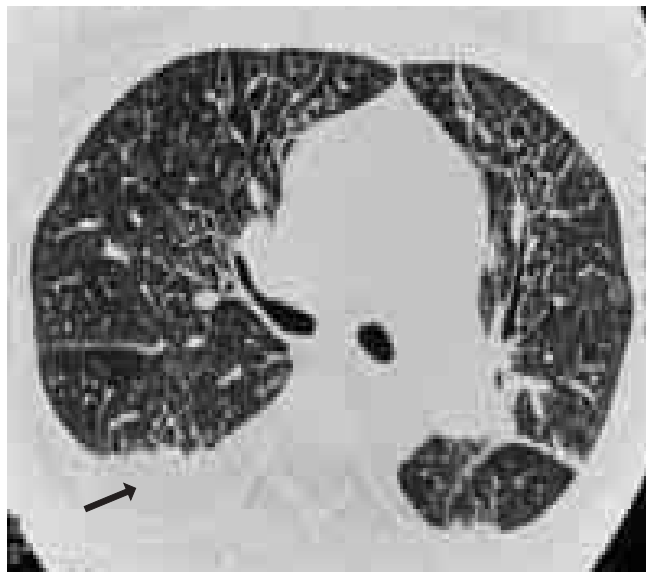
Tomografía axial computarizada con ventana para pulmones que revela una pequeña área de ocupación alveolar más derrame pleural en segmento posterior de lóbulo inferior derecho (flecha), no visualizado en placa simple.
